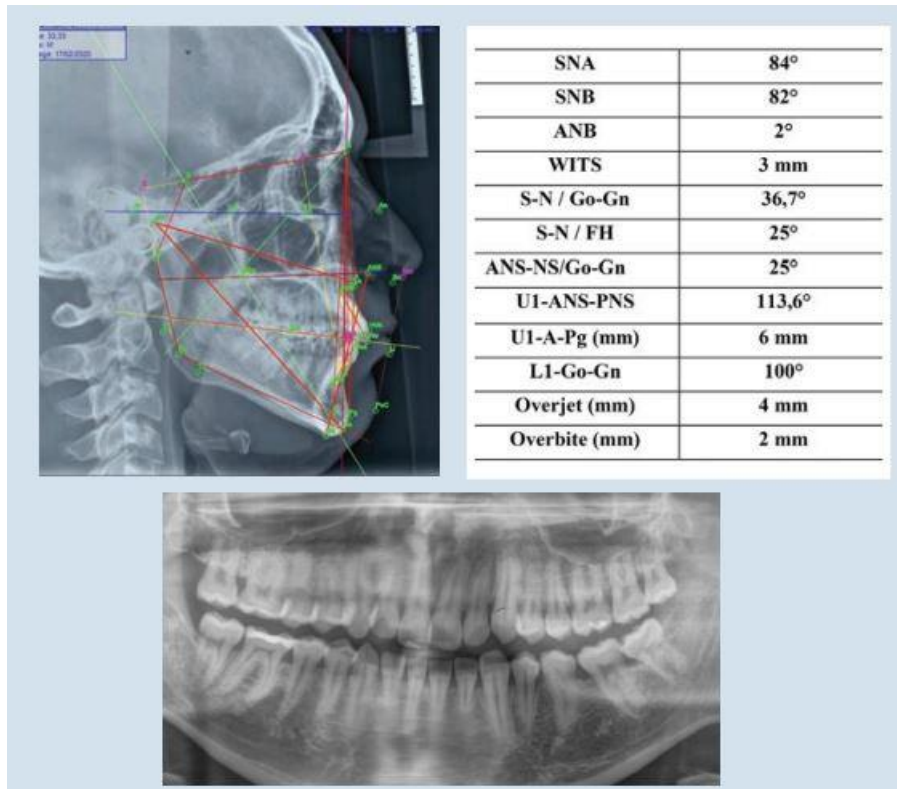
Acquisition de tous les enregistrements radiographiques et évaluations céphalométriques
